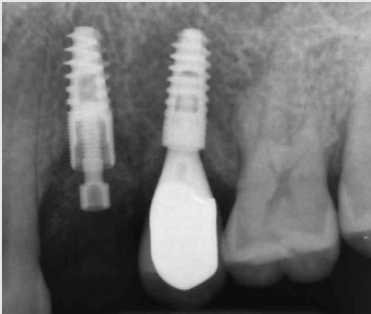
Radiografía periapical del implante y de la corona provisional
